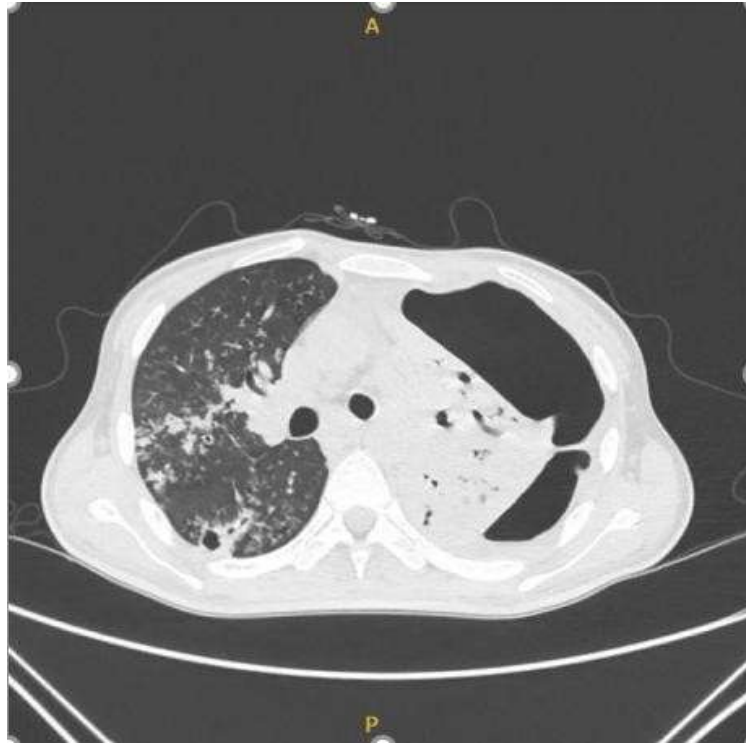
Foto Toraks pasien tanggal 2 Desember 2024
